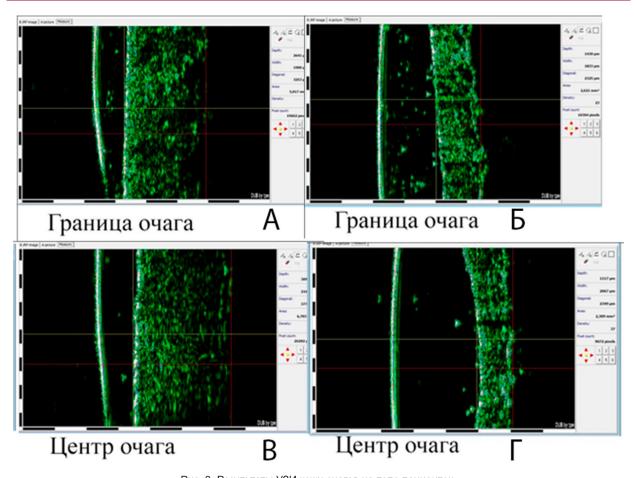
Результаты УЗИ кожи очагов на теле пациенток: А — граница очага кожи бедра пациентки К.; Б — граница очага 1 кожи живота пациентки Т.; В — центр очага кожи бедра пациентки К.; Г — центр очага 1 кожи живота пациентки Т.
